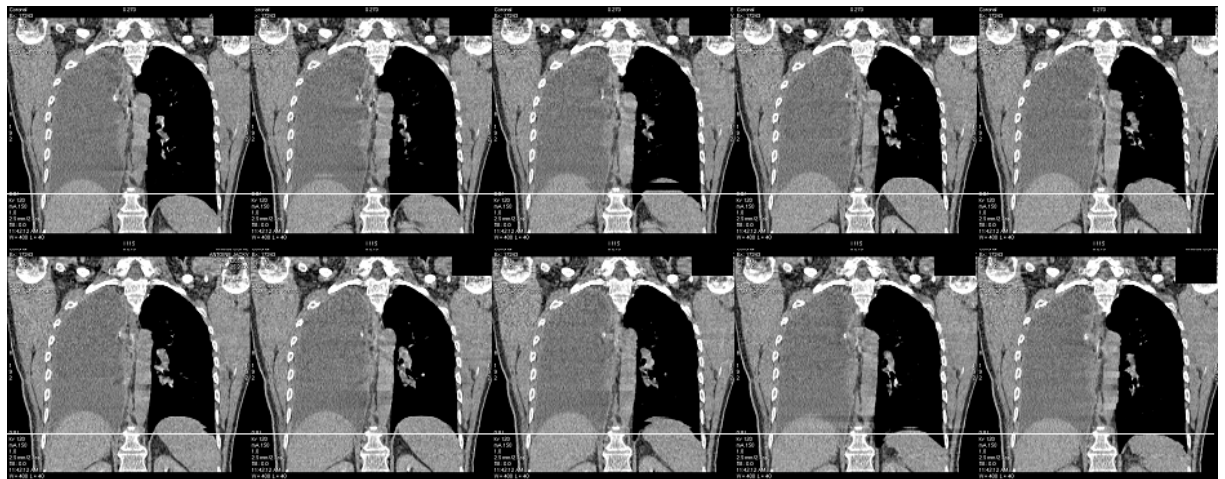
Coronal reconstruction of a thorax during free breathing using 4D-CT. Ten phases are represented (from phase 0% to 90%). The horizontal white line represents the cranio-caudal position of the top of the diaphragm at end-inspiration (phase 0%). This patient had only the left lung remaining. Motion of the tumor can also be seen on these images.
